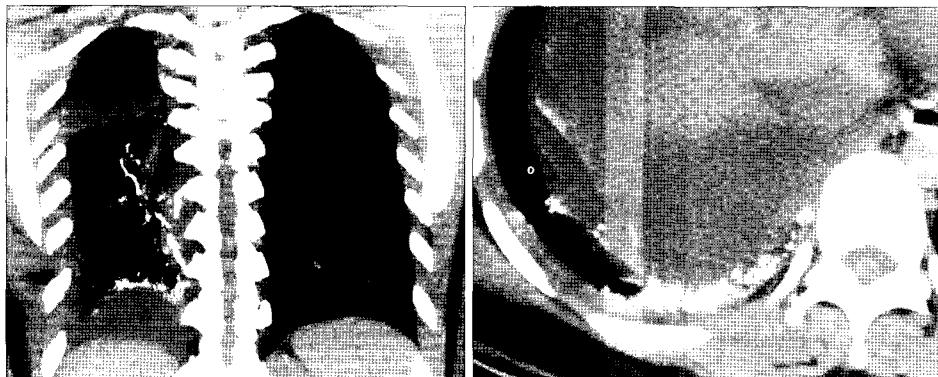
Chest CT shows a diffuse reticular and linear density like calcification in both lung parenchyma, especially right lower lobe.
